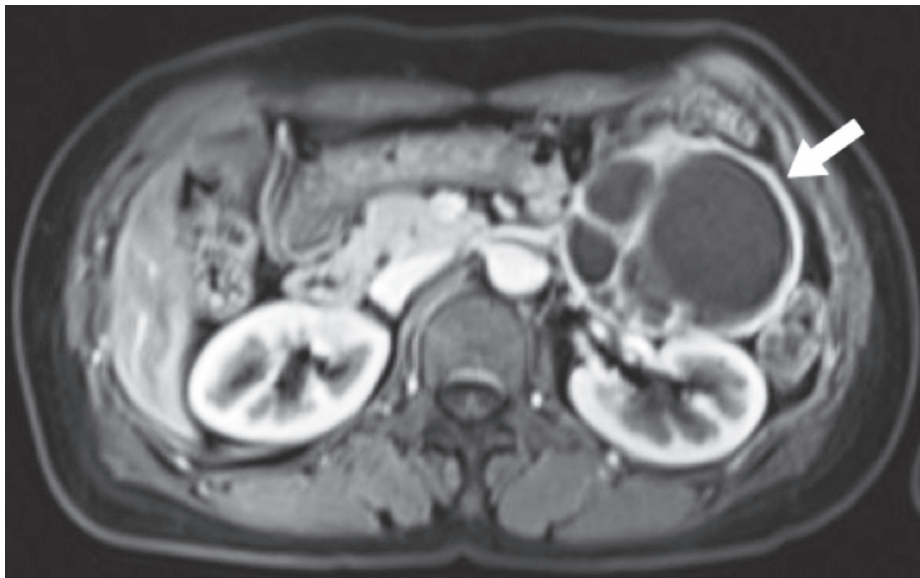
Magnetic resonance imaging shows a 76 × 62 × 84 mm sized, cystic mass in the left upper abdominal cavity (arrow).
